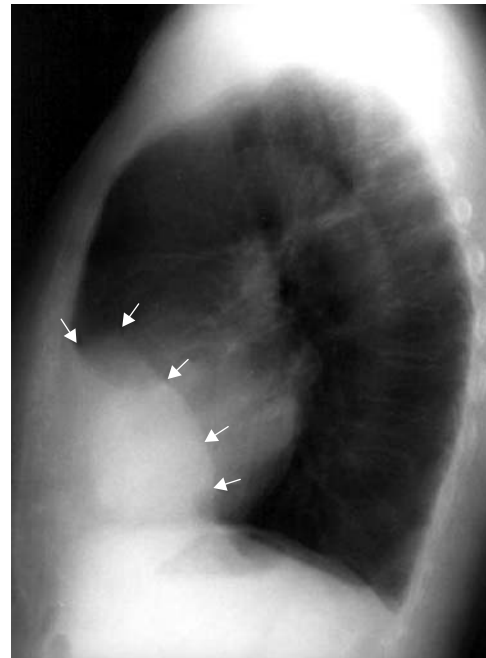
Radiografía de tórax en proyección lateral. Masa en el ángulo cardiopréncico retroesternal.
